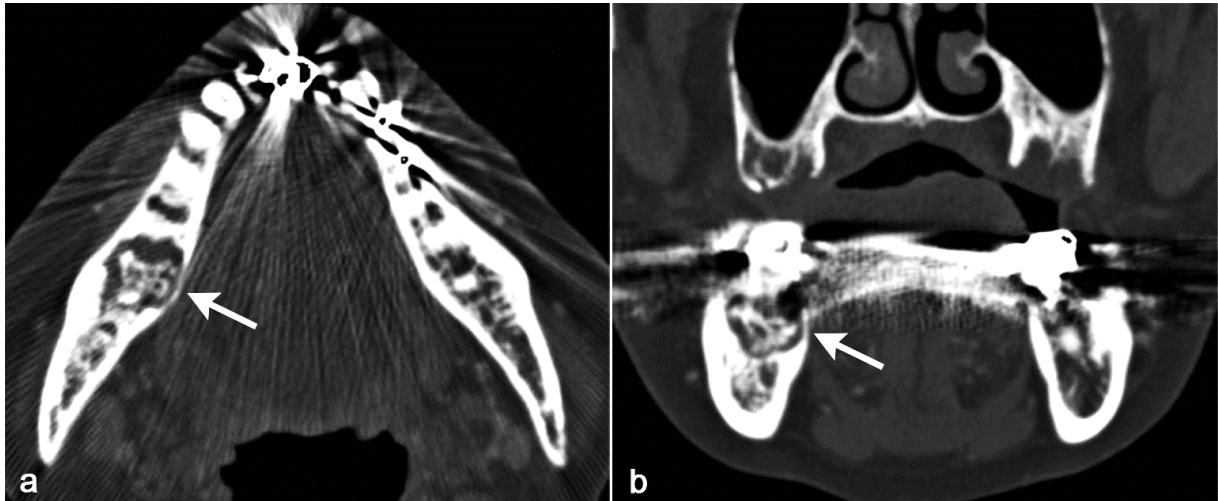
Tomografía computarizada. Mujer de 72 años con MRONJ en estadio clínico 3. (20)
